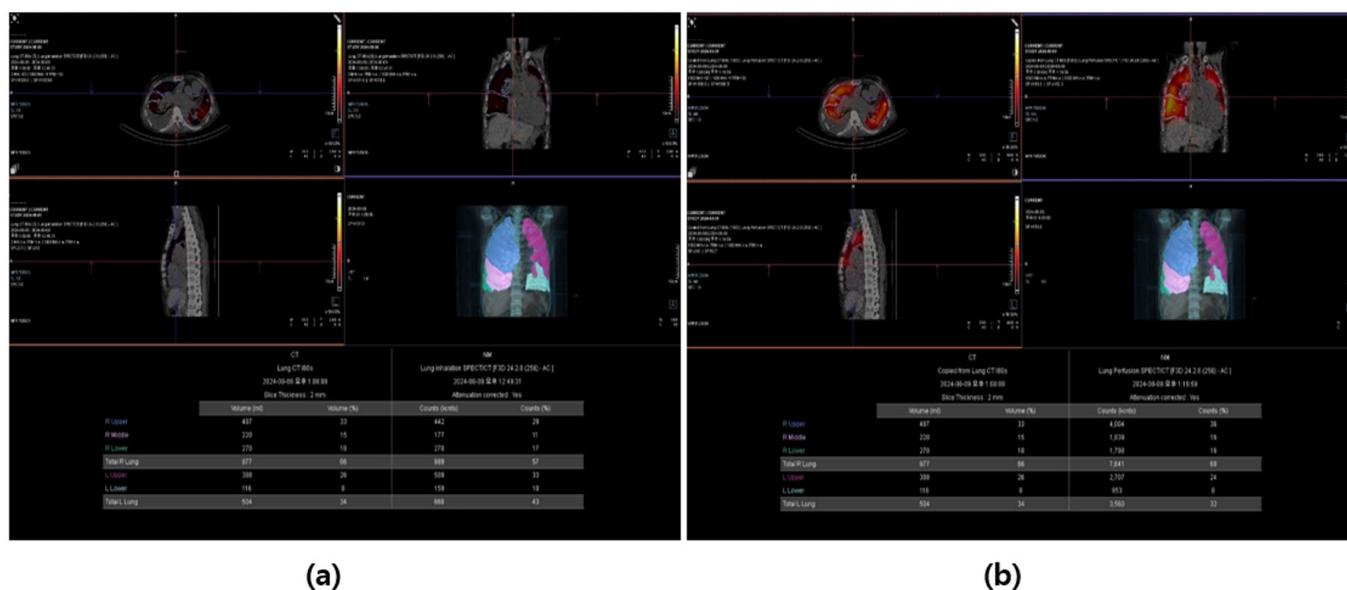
These are 3D SPECT/CT images. They are actual results showing uptake counts and NM counts(uptake ratio) for lung ventilation and perfusion scans. These images indicate lung ventilation scans (a) and lung perfusion scans (b).
